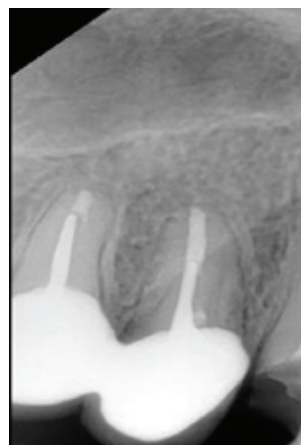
Рентгенологический снимок 2.1 зуба через 12 месяцев после эндодонтического лечения
